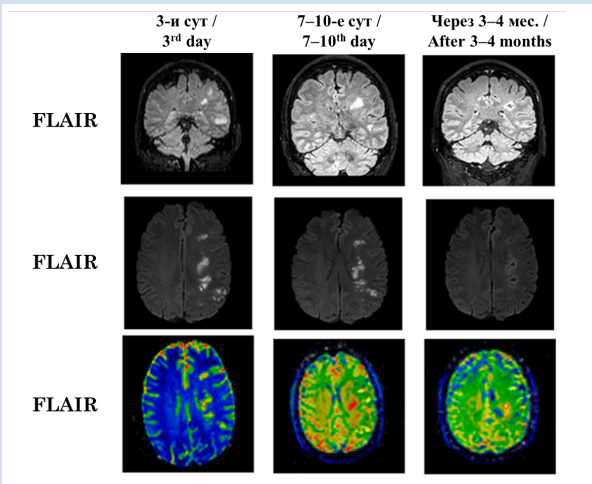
МР-изображения (FLAIR, DWI, ASL) пациента П., 44 года, острое нарушение мозгового кровообращения на 3-и, 7–10-е сутки и спустя 3–4 мес. после постановки диагноза. Выделенная красная зона на последовательности ASL – анализируемая область динамического исследования
